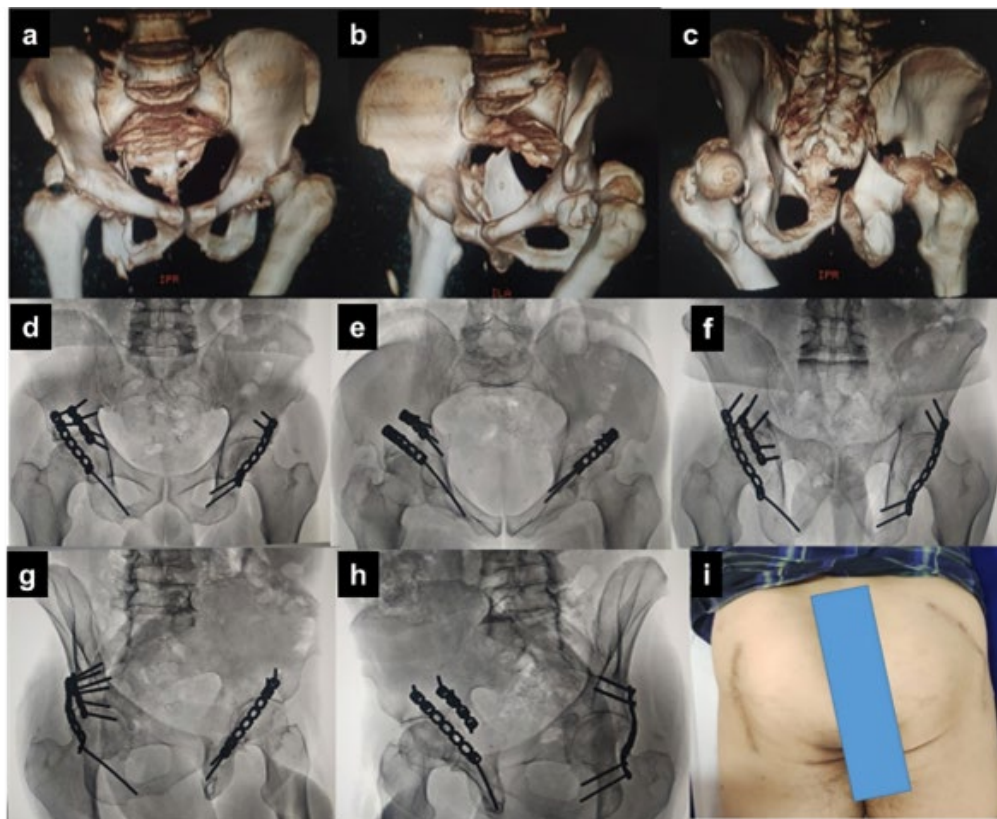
Paciente masculino de 56 años, posterior mecanismo de aplastamiento. Imágenes a, b y c: Fractura pared posterior de acetábulo derecho y fractura de columna y pared posterior de acetábulo izquierdo. Imágenes d, e y f: Postoperatorio de 3 años. Radiografías anteroposterior, inlet y outlet de pelvis. Imágenes g, h e i: Postoperatorio de 10 años. Radiografía oblicua alar y obturatriz de ambos acetábulos. Se observa, reducción anatómica, consolidación ósea, no hay desplazamiento residual de las líneas anatómicas de Judet. Se observa cicatriz operatoria bilateral de acetábulo. Paciente con evolución satisfactoria, HHS 89 puntos.
